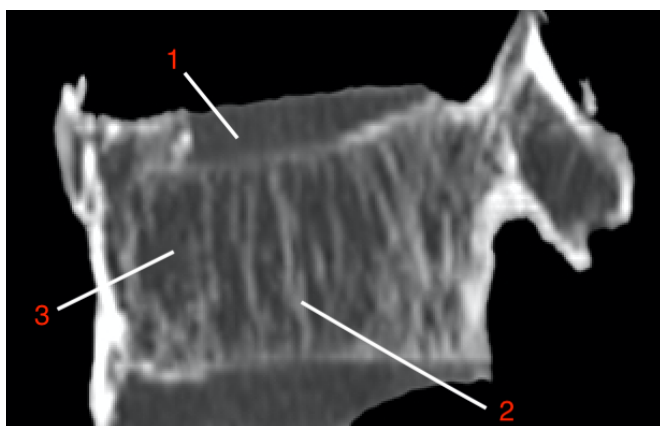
Sagittales Bild einer Computertomographie eines osteoporotischen Wirbelkörpers 1 = Deckplatteneinbruch; 2 = Betonung der vertikalen Resttrabekel; 3 = Trabekelrarefizierung. Insgesamt ist eine deutliche Kortikalisverschmälerng sichtbar
